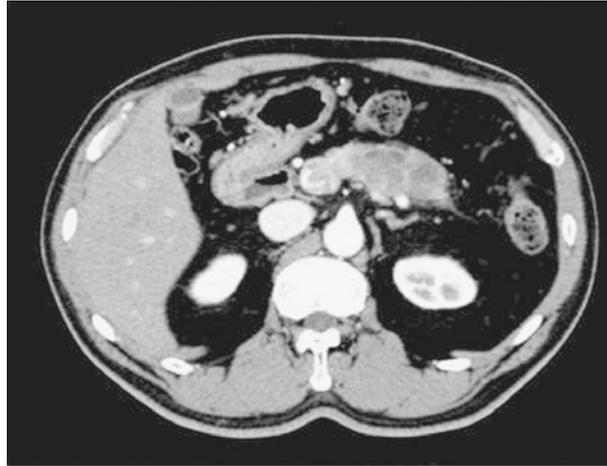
Abdominal CT scan showed the tumor with dilated caudal main pancreatic duct in the body of pancreas.
